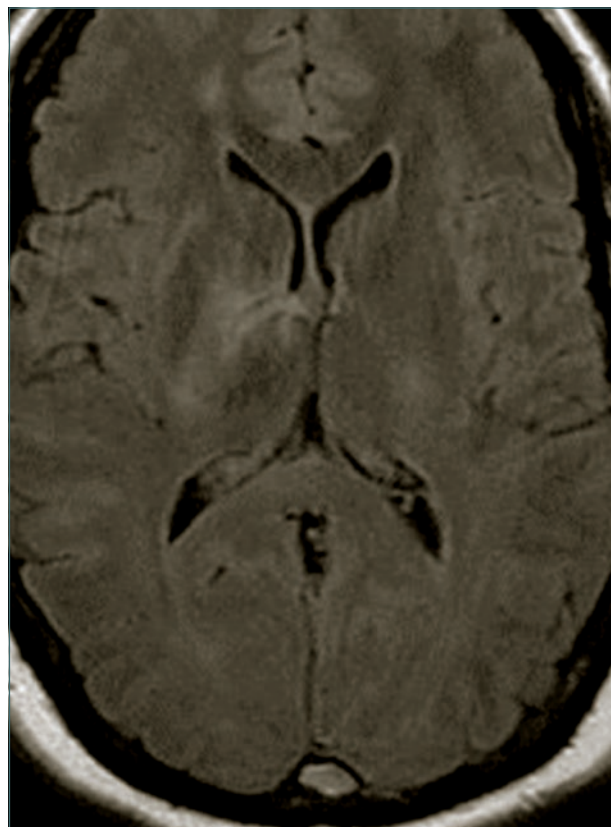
RM que muestra trombosis venosa del seno venoso longitudinal con hallazgo de imagen hiperintensa en secuencia T1.
